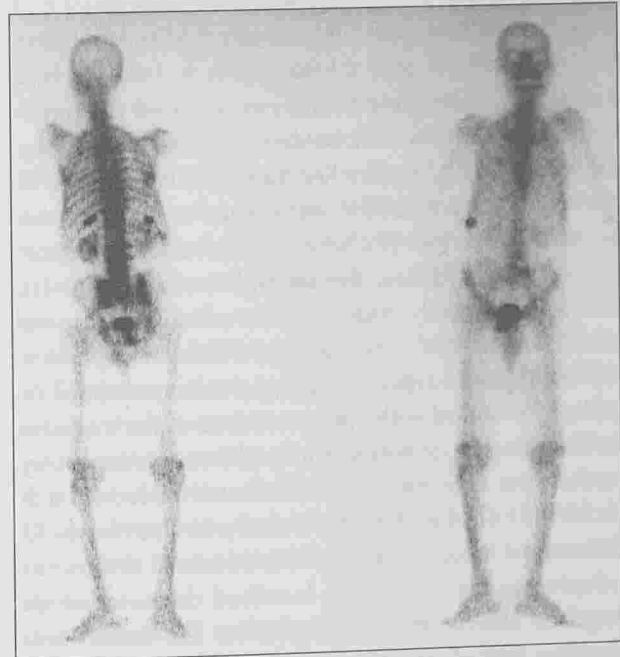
Group III, with three IAU localised on ribs and right sacroiliac. Note the intensity of uptake. Radiograph of pelvis shows a mixed pattern on the right sacroiliac and reveals a further lesion of the pubis initially interpreted as an urinary contamination. Note articular uptake on the knees, in favour of degenerative abnormalities.
